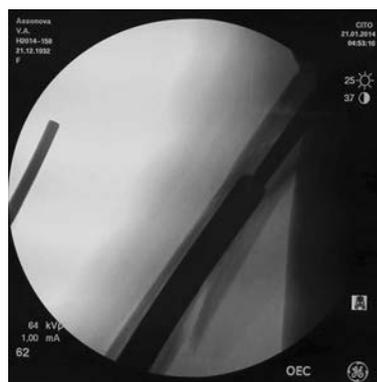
Рентген контроль состыковки ножки эндопротеза с интрамедуллярным стержнем
